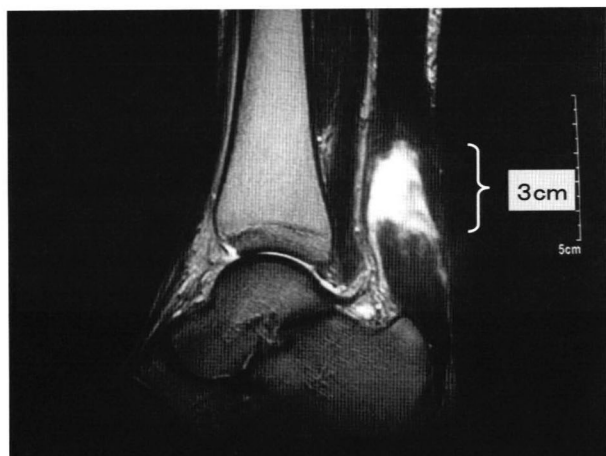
MRI, 44 years old female, high signal intensity at the injured site
